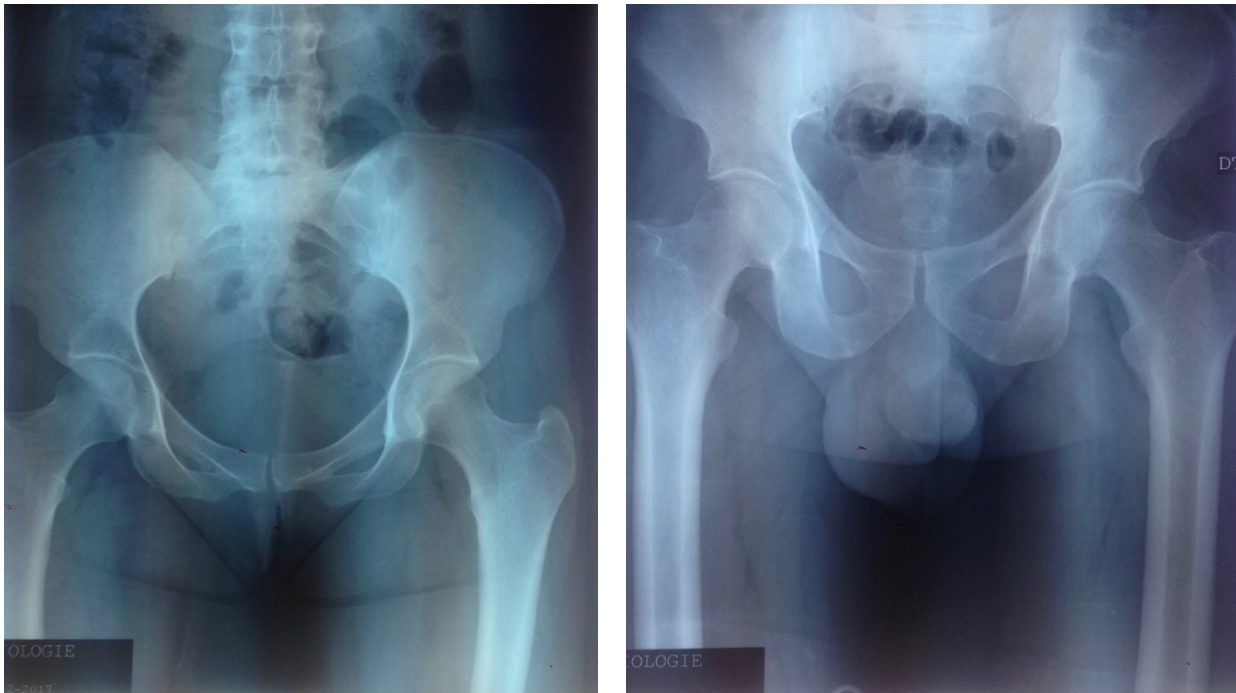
Radiographie du sacrum du père (à gauche), de la mère (à droite) ne montrant pas d'anomalies sacrées.
